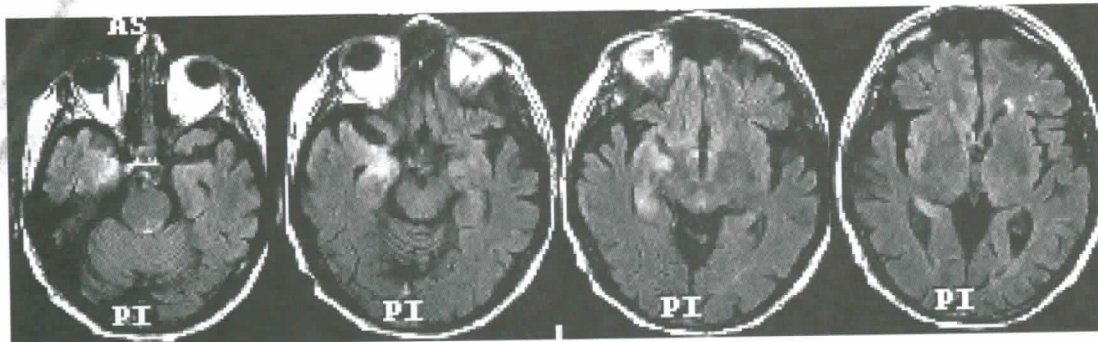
RM de cerebro. Hiperintensidad en secuencia Flair temporo-mesial bilateral, con franco predominio derecho.
